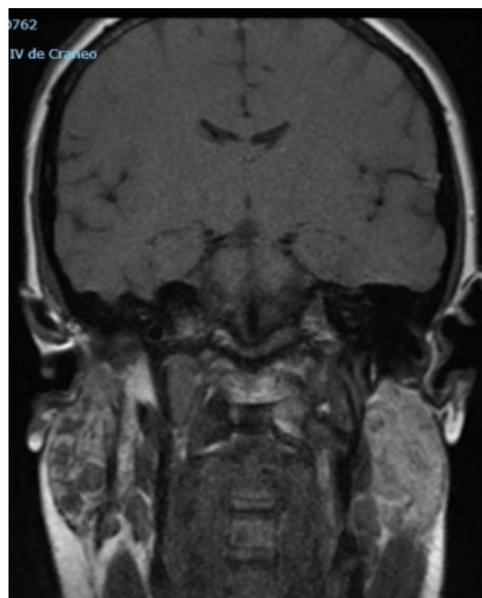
Resonancia magnetica en la que puede observarse la presencia de múltiples imágenes nodulares en la glándula parótida derecha.
